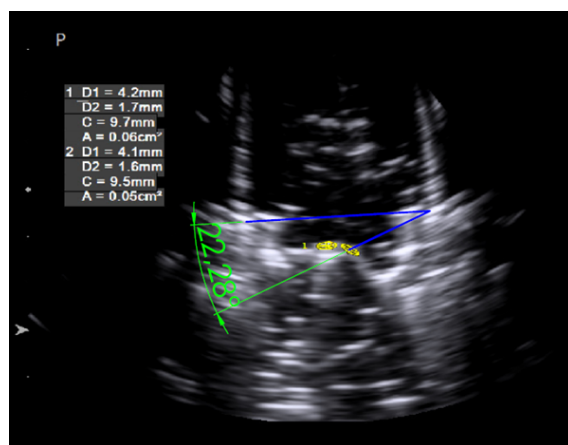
Positie van de probe tijdens de doppler metingen
